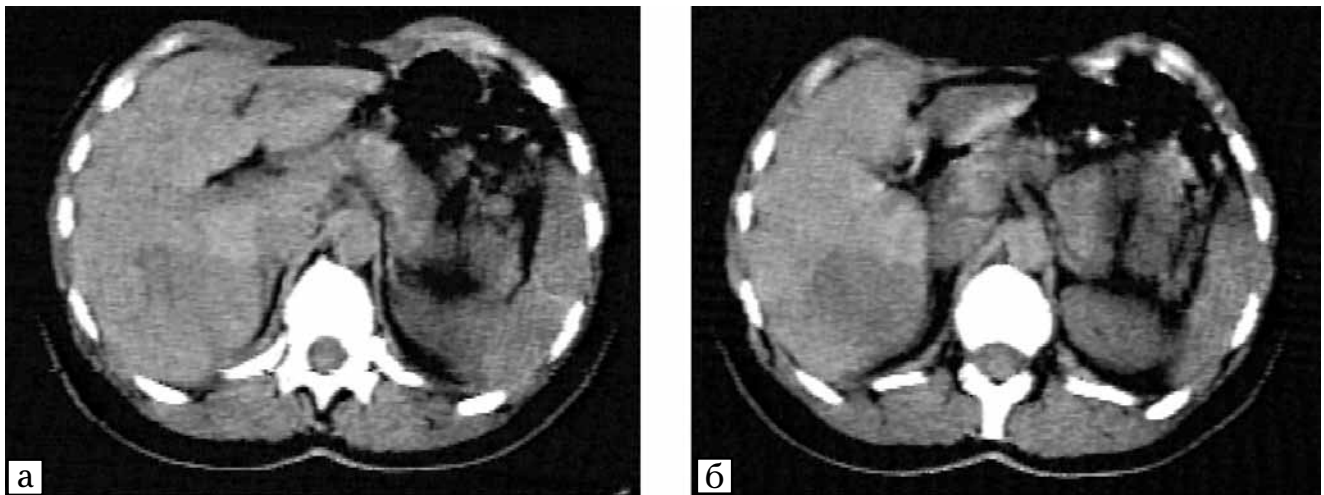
КТ черевної порожнини: а — до контрастування; б — після контрастування. В задньомедіальному відділі правої частки печінки визначається гіподенсивна зона з досить чіткими контурами. Розподіл контрасту є характерним для гемангіоми
